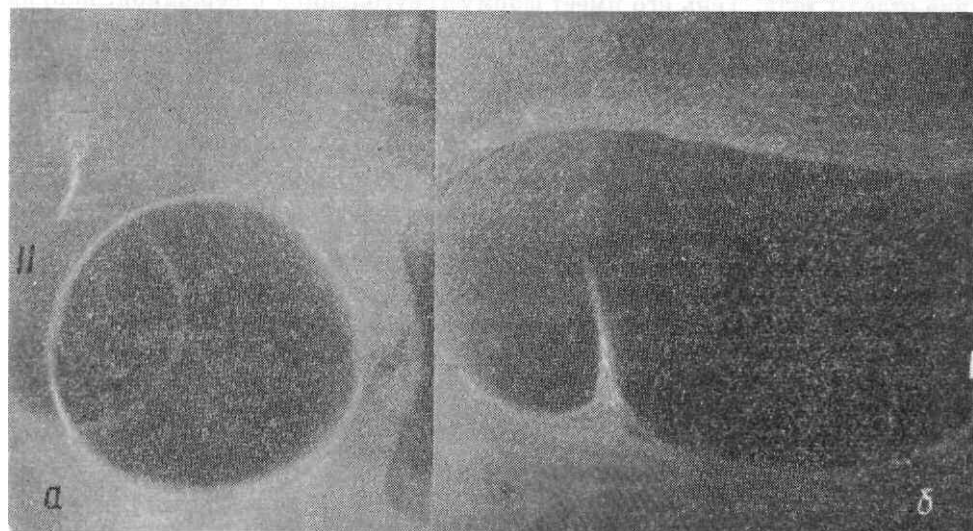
Рентгенограммы желчного пузыря. Формы: а - нормотоничный, б — гипертоничный, в — гипотоничный.
